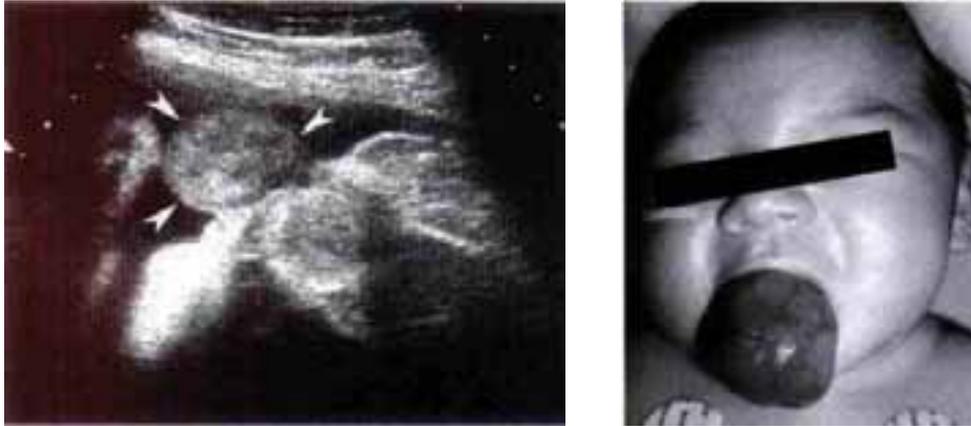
Ecografía realizada a las 38 semanas de gestación. La imagen muestra una masa unilobulada de 4.5cm de diámetro (flechas) que protruye fuera de la boca del recién nacido y adherida a la cresta mandibular. A la derecha se muestra la imagen clínica del neonato (Tumor obstructivo).⁹⁹
